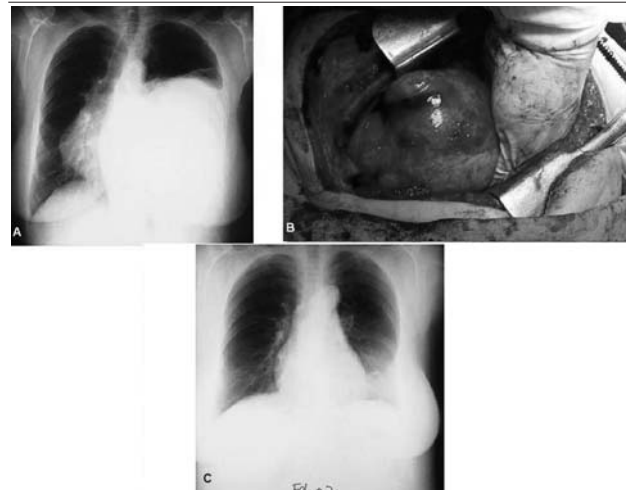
A: radiografía de tórax en la que se aprecia masa en hemitórax izquierdo, que comprime parénquima pulmonar y que desplaza las estructuras mediastínicas hacia el lado contralateral. B: Campo quirúrgico que muestra tumoración de aspecto blanquecino, fibrosos, lobulada de consistencia firme con un tamaño de 16 x 15 x 12 cm y un peso de 1.956 g, que ocupaba los 2/3 inferiores del hemitórax izquierdo. C: control radiológico postoperatorio 7 meses después de realizada la extirpación quirúrgica del tumor fibroso solitario de la pleura. Se observa expansión completa del parénquima pulmonar izquierdo, no hay alteraciones estructurales evidentes, salvo un pinzamiento del seno costofrénico ipsilateral.
